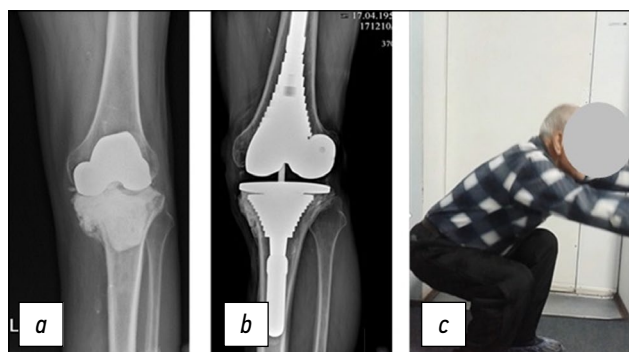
Рентгенограммы пациента Е., 56 лет, дефект типа F2A/T2A по AORI (a), контрольная рентгенограмма (b) и фото пациента (c) через 9 лет после установки ревизионной системы с метафизарной втулкой и стержнем.
